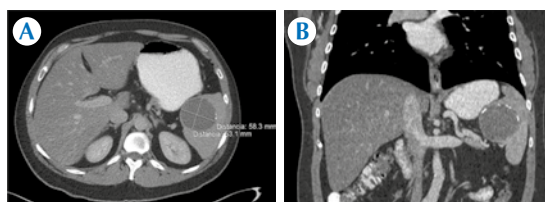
Hombre de 37 años con hallazgo incidental de lesión focal esplénica, hipodensa. A) Selección de imágenes de tomografía axial. B) Reconstrucción multiplanar coronal posterior al contraste intravenoso, sin reforzamientos anormales, con calcificaciones perilesionales, discontinuas.
